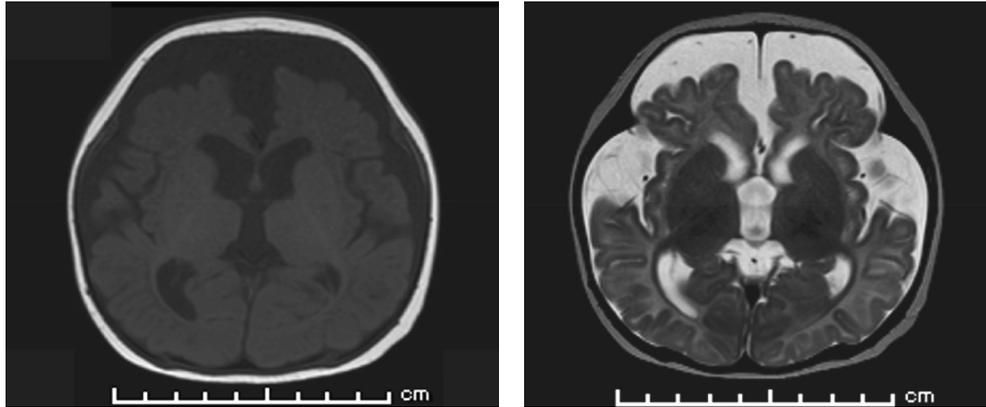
左：MRI T1WI 右：MRI T2WI
